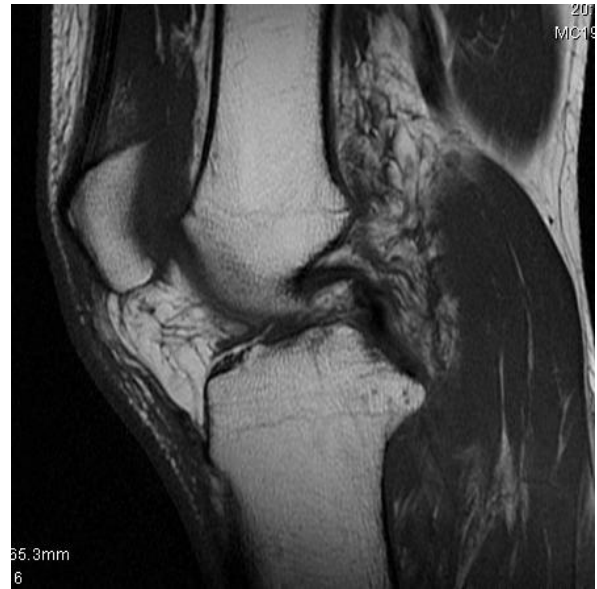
RM T1 Sagital rodilla izquierda LCP
